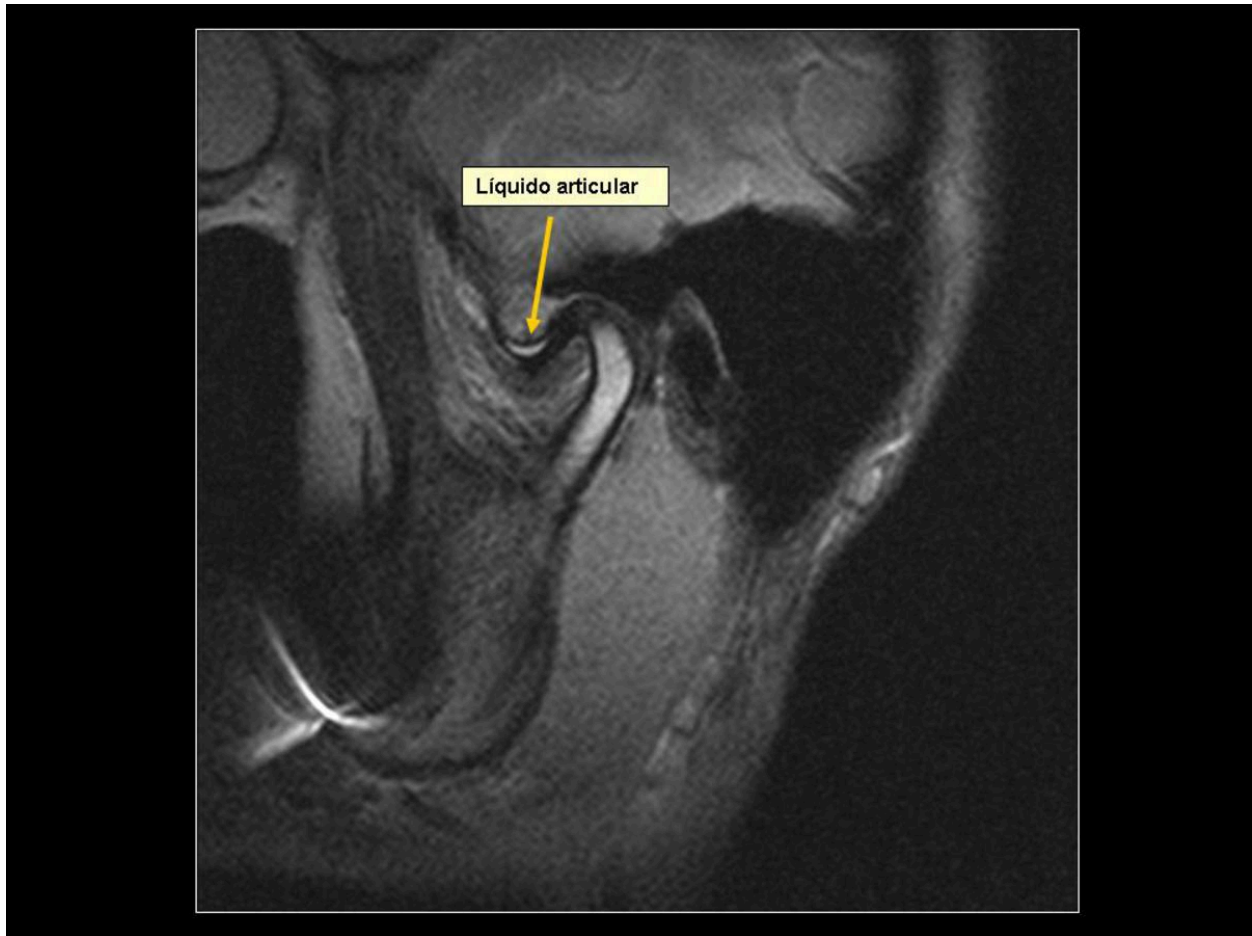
Secuencia T2 de RM de ATM con boca cerrada y pequeña cantidad de líquido articular.
